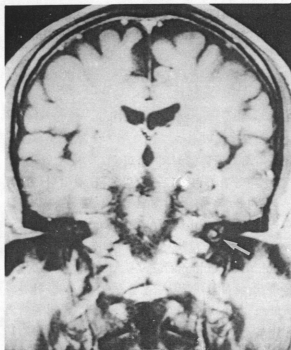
(Patient case 9) Gd-DTPA enhanced T1-weighted coronal image in Lt sudden deafness with vertigo. Gadolinium enhancement is observed in Lt cochlear(arrow)
